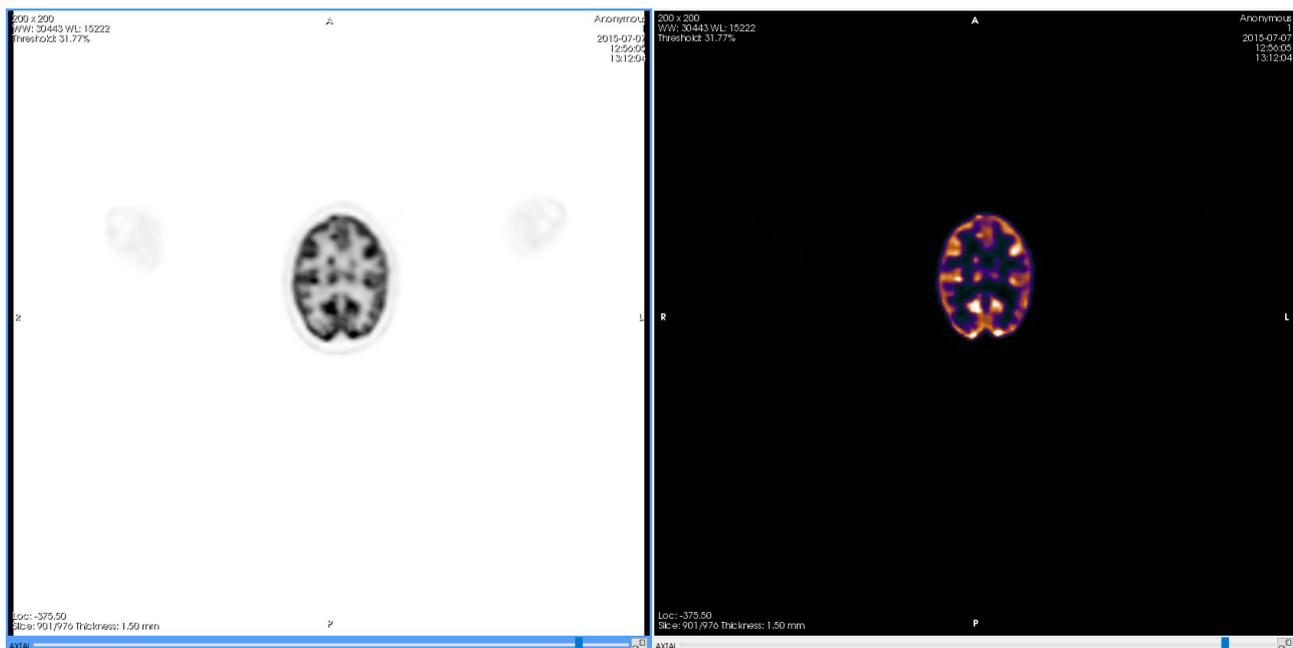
Una misma serie PET con diferentes funciones de color. Izquierda: Black & White Inverse. Derecha: PET.
